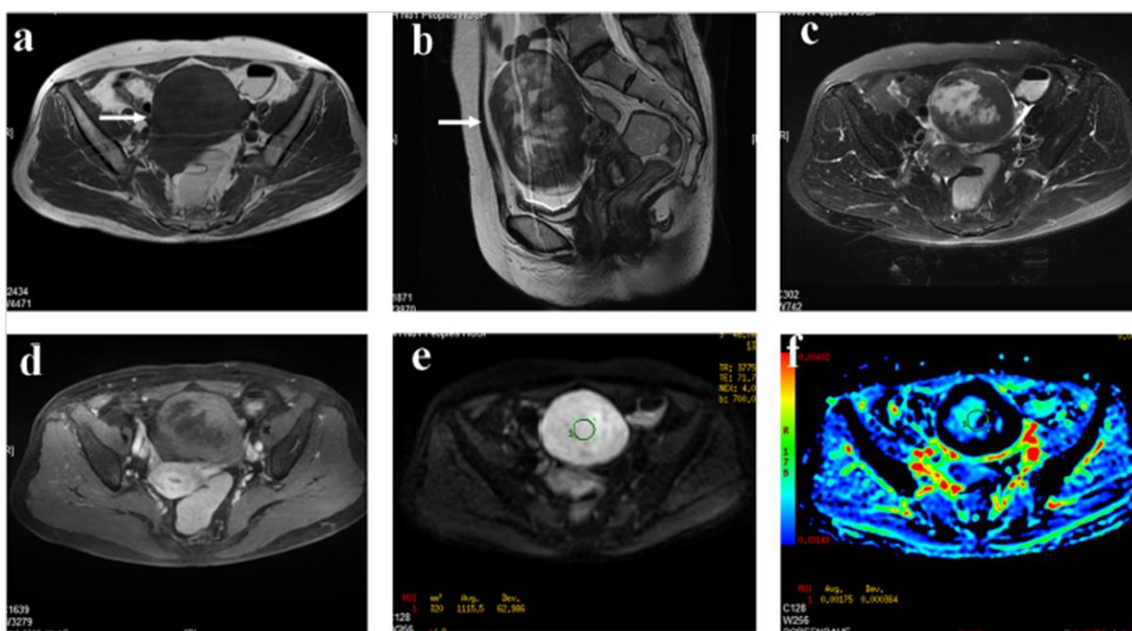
Paciente feminina de 57 anos com um tecomoma. (a) Plano axial T1WI revela massa sólida com um sinal maioritariamente iso-hipointenso na região anexa esquerda (seta). (b) Plano sagital T2WI, tumor sólido, com 116mm de diâmetro máximo, revela um sinal heterogéneo com “patchy signal” aumentado localizado excêntricamente e um sinal intermédio localizado perifericamente. (c) No “fat-suppressed” T2WI, o sinal da massa era idêntico ao do da imagem (b). (d) No “contrast-enhanced fat suppressed” T1WI, a lesão surgia um contraste levemente aumentado, menor do que o do endométrio. (e) No “DWI-MRI” ($b=700 \text{ s/mm}^2$), a lesão surgia como um sinal homogéneo hiperintenso. (f) “ADC map” mostra um sinal hipointenso com um marcado sinal hipointenso periférico. O “ADC value” no lugar correspondente é $1.75 \times 10^{-3} \text{ mm}^2/\text{s}$.(4)
